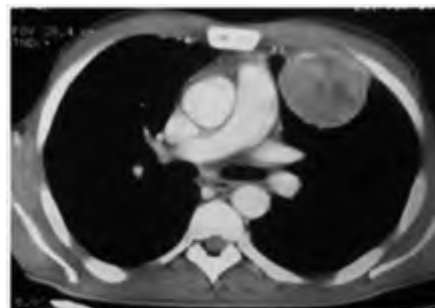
TDM thoracique en coupe axiale, présence d'une métastase sous pleurale lobaire supérieure droite.
